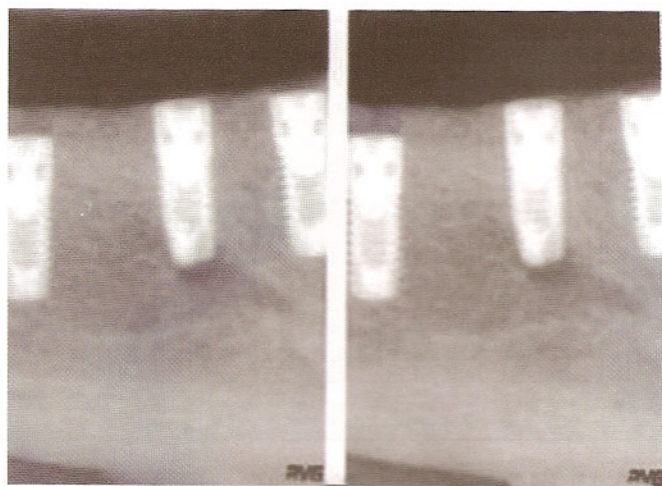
Radiografias com (esq.) e sem (dir.) simulador para região de pré-molar.
